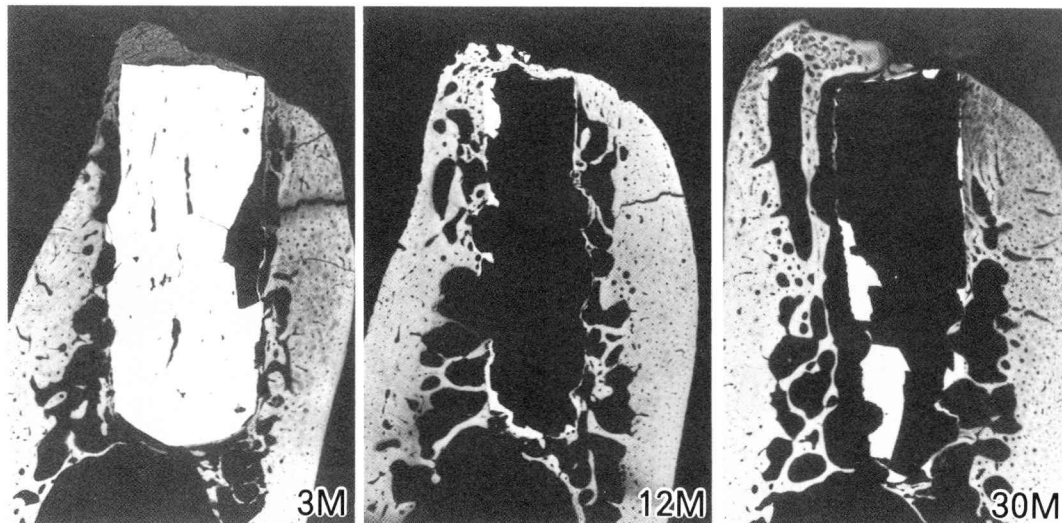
Contact microradiographs of jaw bone with apatite implant at 3, 12 and 30 months after implantation shows the arrangement of trabecular bone around the implant is similar to that of natural tooth case.
